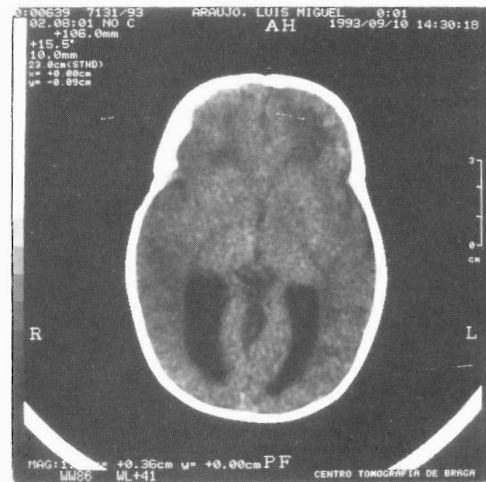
Tomografia axial computadorizada revela colpocefalia e hipodensidade da substância branca.
